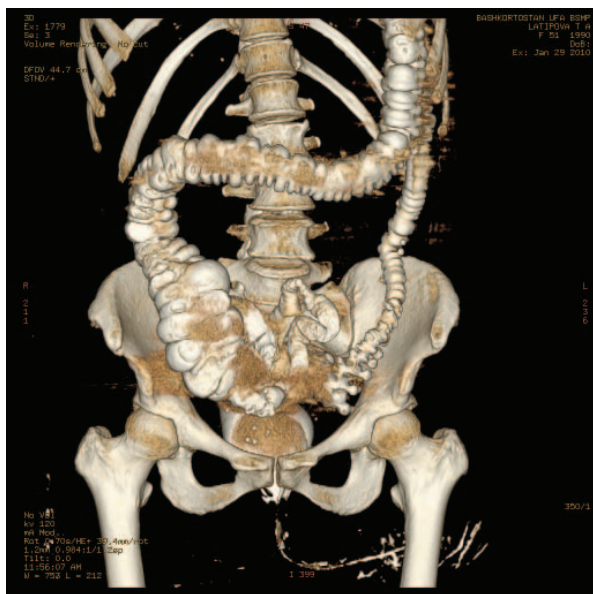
КТ с контрастированием с 3Д реконструкцией. Внутренний свищ между сигмовидной и тонкой кишкой
